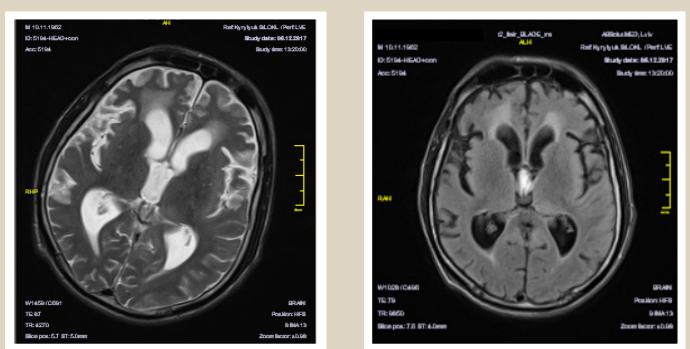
МРТ головного мозку пацієнта з менінговаскулярною формою сифілісу, що поєднана з ВІЛ-інфекцією.
